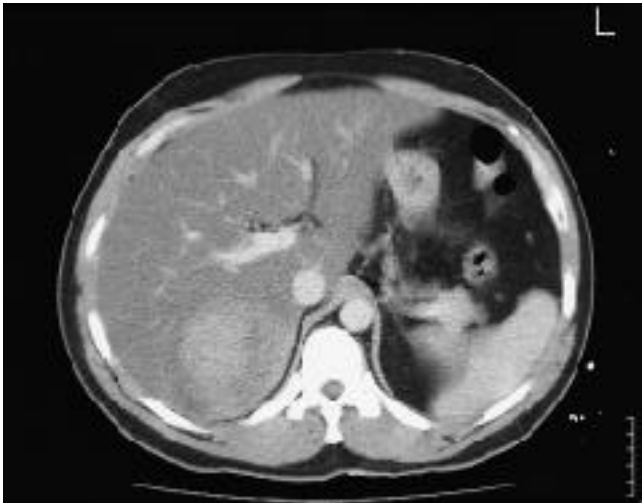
Même patient qu'à la Fig 2 : TDM après injection de contraste : formation hyperdense arrondie, bien limitée, située dans un segment postérieur du foie droit ; hématome récent intra hépatique.
